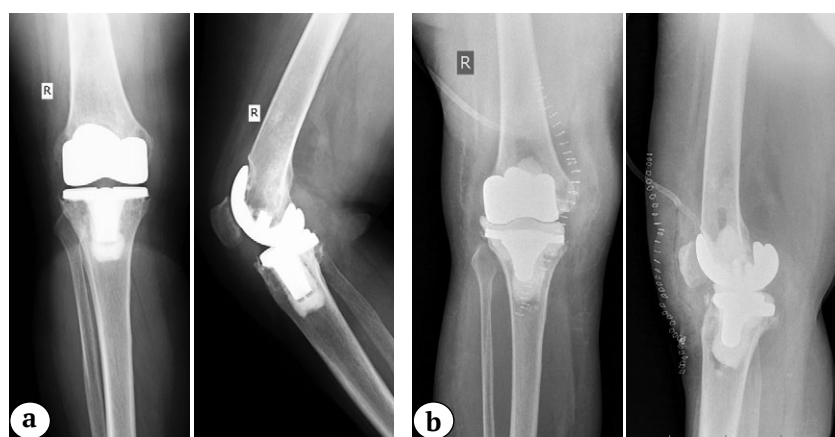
Рентгенограммы пациентки 52 лет (2014):
